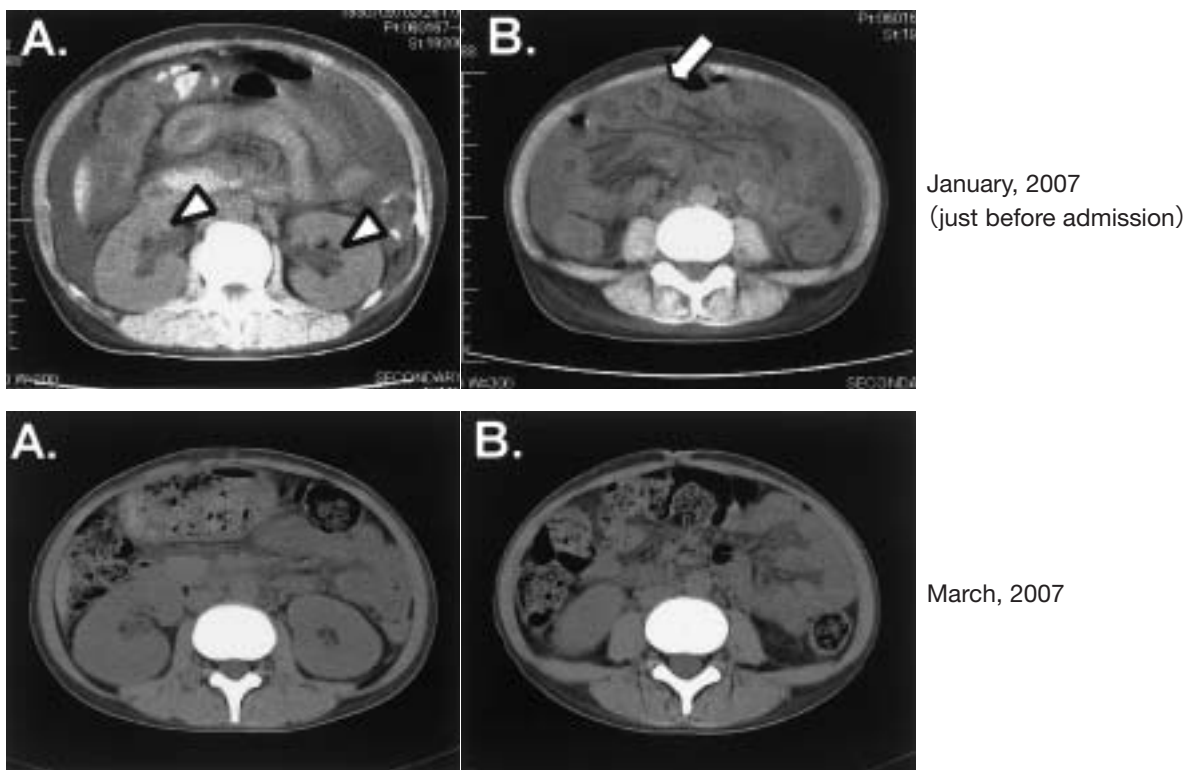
Radiographic findings before and after the initiation of the treatment for SLE
